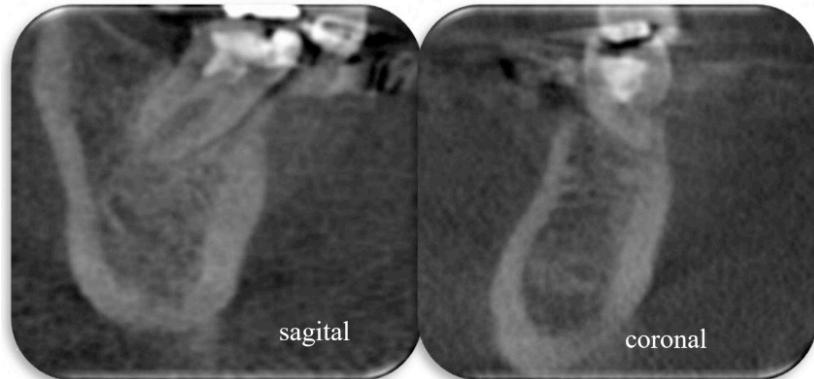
Imagens sagital e coronal da CBCT 6 meses após pulpotomia, Estando o caso sob controle após 6 meses, paciente foi encaminhada para confecção de uma restauração indireta em coroa veneer.
